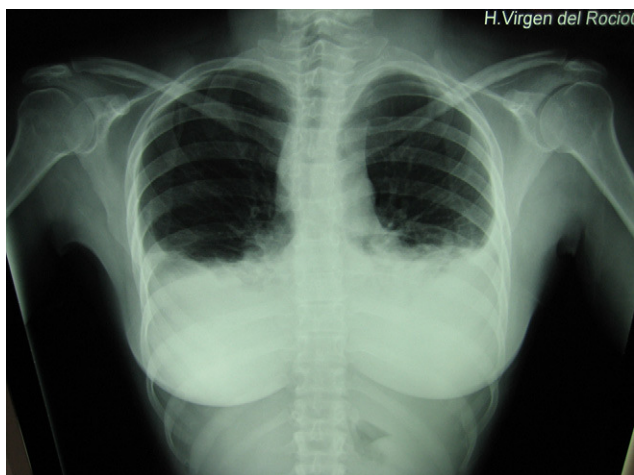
En la radiografía simple de tórax se evidencia derrame pleural bilateral tras realización de la cirugía.
